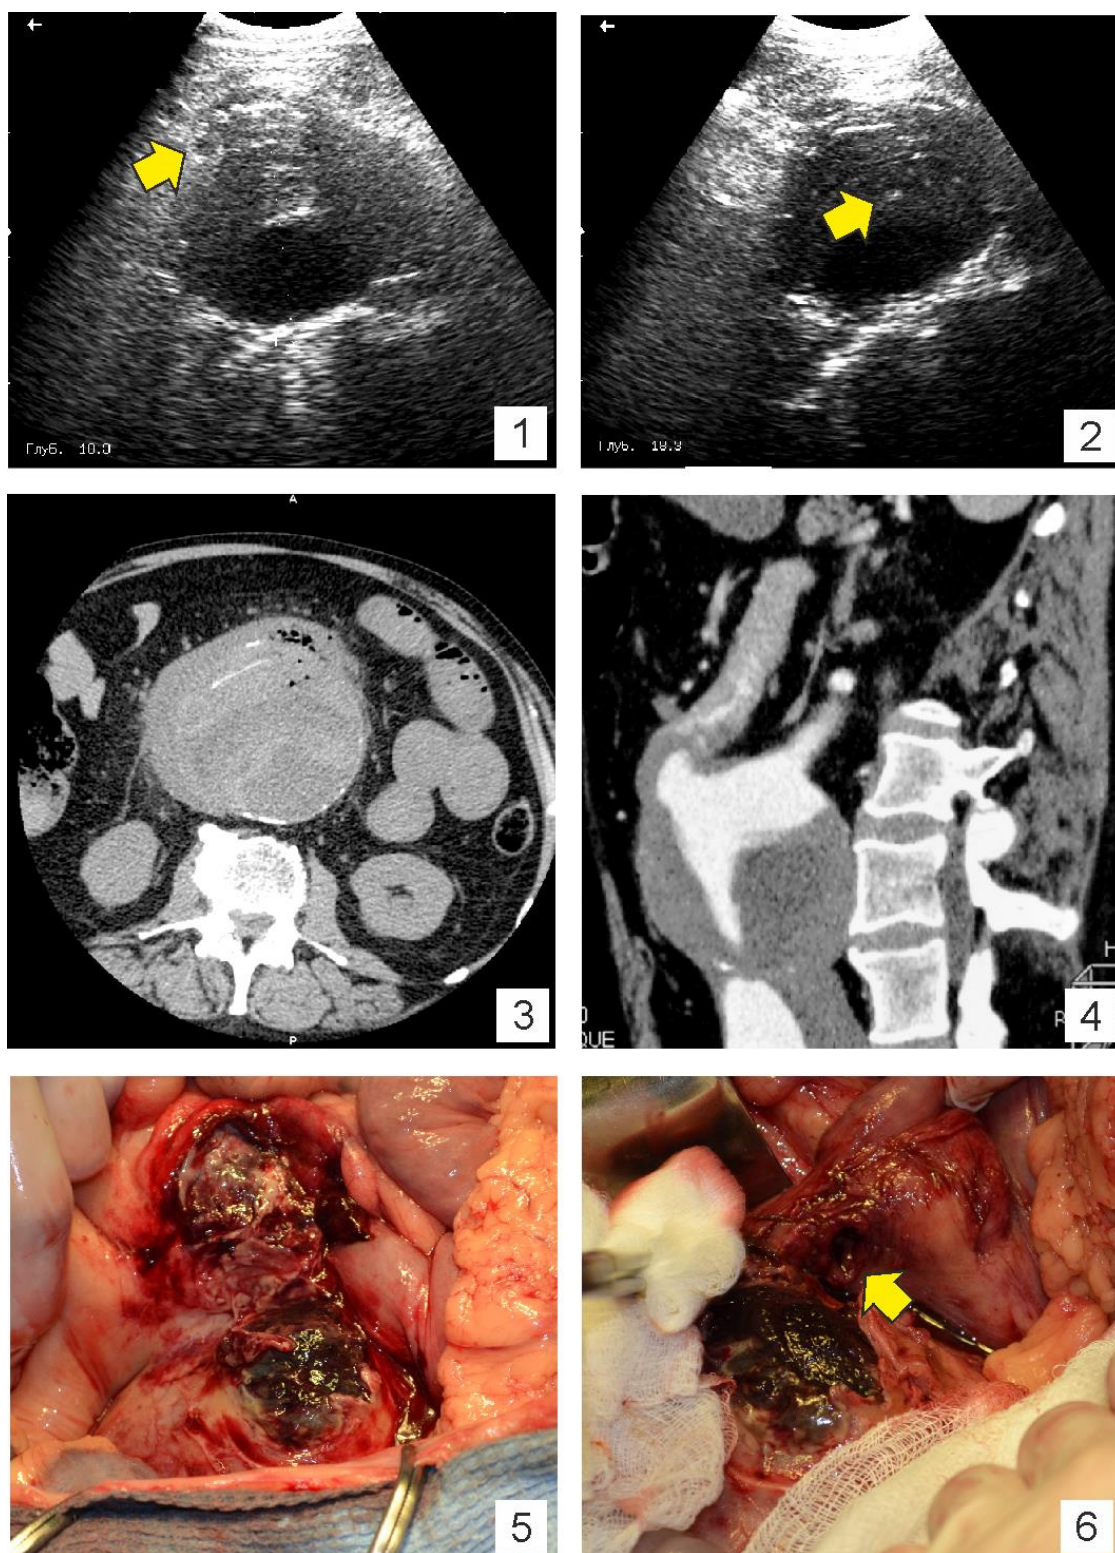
Аортокишечная фистула. Пациент X., 71 год. 1,2 – сонограммы, поперечное сканирование, определяется плотное прилегание инфильтрированной стенки кишки (стрелка) и пузырьки газа в толще тромботических масс (стрелка); 3 – МСКТ из контрастного усиления, пузырьки газа в стенке АБА; 4 – МСКТА, поступление контраста в просвет кишки; 5, 6 – интраоперационные фотографии, отчетливо визуализируется дефект стенки аневризмы и стенки кишки (стрелка)
